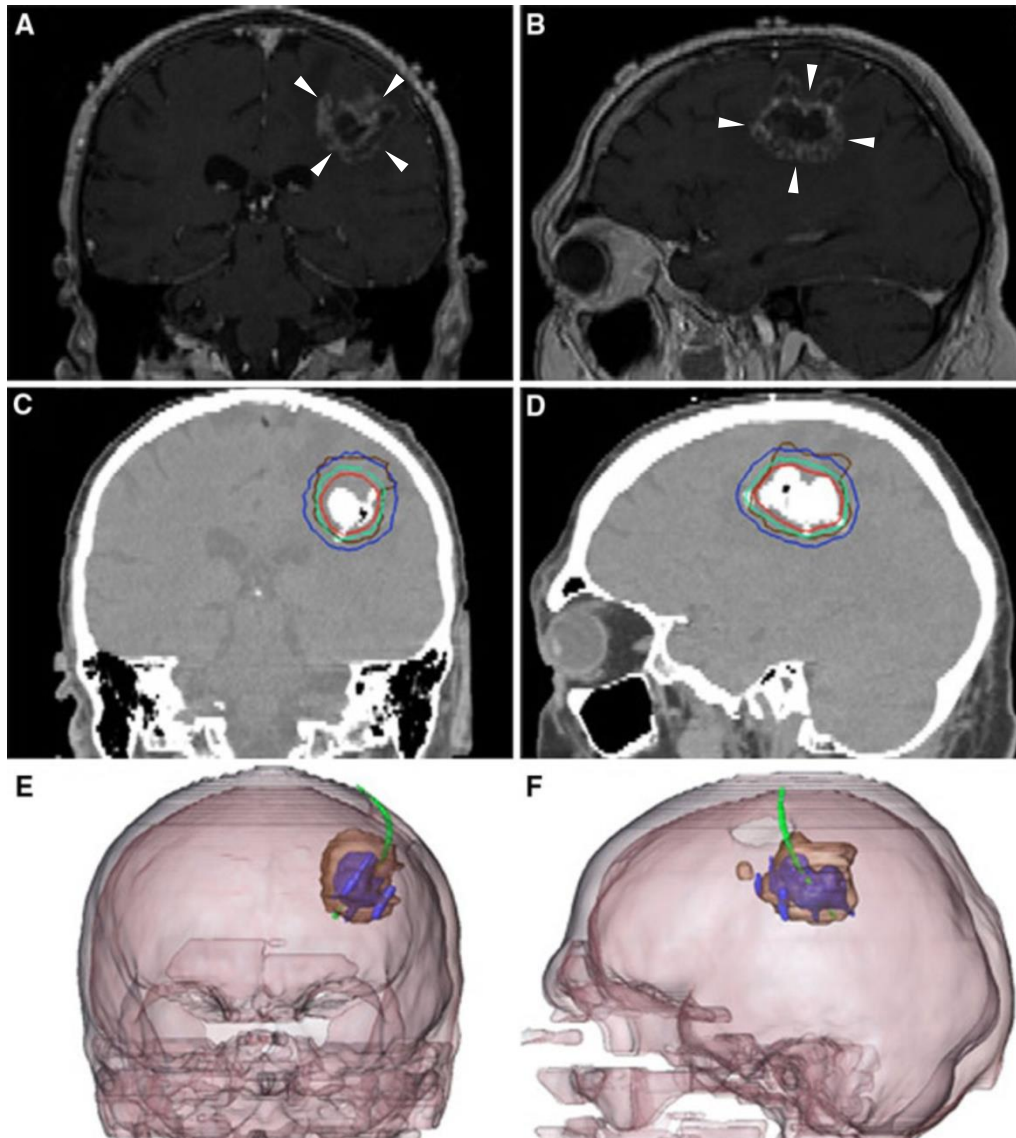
(A) e (B) são imagens obtidas por IRM do cérebro do paciente antes do tratamento de HM com NPM onde é possível identificar o do tumor de glioblastoma multiforme recorrente (indicado pelas setas brancas). (C) e (D) são imagens de TC após a injeção de NPM diretamente no tumor do paciente, nessa imagem é possível identificar a região ocupada pelas NPM dentro do tumor (área mais clara na imagem). Linhas isotérmicas indicam as fronteiras das temperaturas de tratamento, calculadas numericamente com base no volume ocupado, na massa identificada e no SLP *in vivo* das NPM dentro do tumor (para uma taxa de perfusão atribuída e suposta constante e, também, em função da intensidade e da frequência do campo magnético alternado empregado durante a hipertermia): regiões aquecidas até 40 °C (linha azul) e até 50 °C (linha vermelha). A linha marrom representa o limite do volume tumoral. (E) e (F) mostram uma fusão das imagens de IRM e TC: do volume reconstruído do tumor após a injeção de NPM e antes da HM (na cor marrom), do volume ocupado pelas NPM dentro do tumor (na cor azul) e, também, o volume ocupado pelo termômetro de fibra-óptica (na cor verde). Adaptado de: MAIER-HAUFF, *et al.*, 2011, p. 319 [21].
